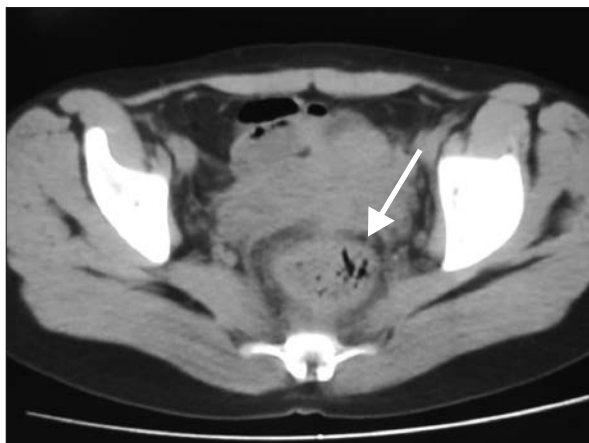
TAC de pelvis: pequeñas colecciones líquidas con contenido aéreo perirrectales (perirrectitis).
